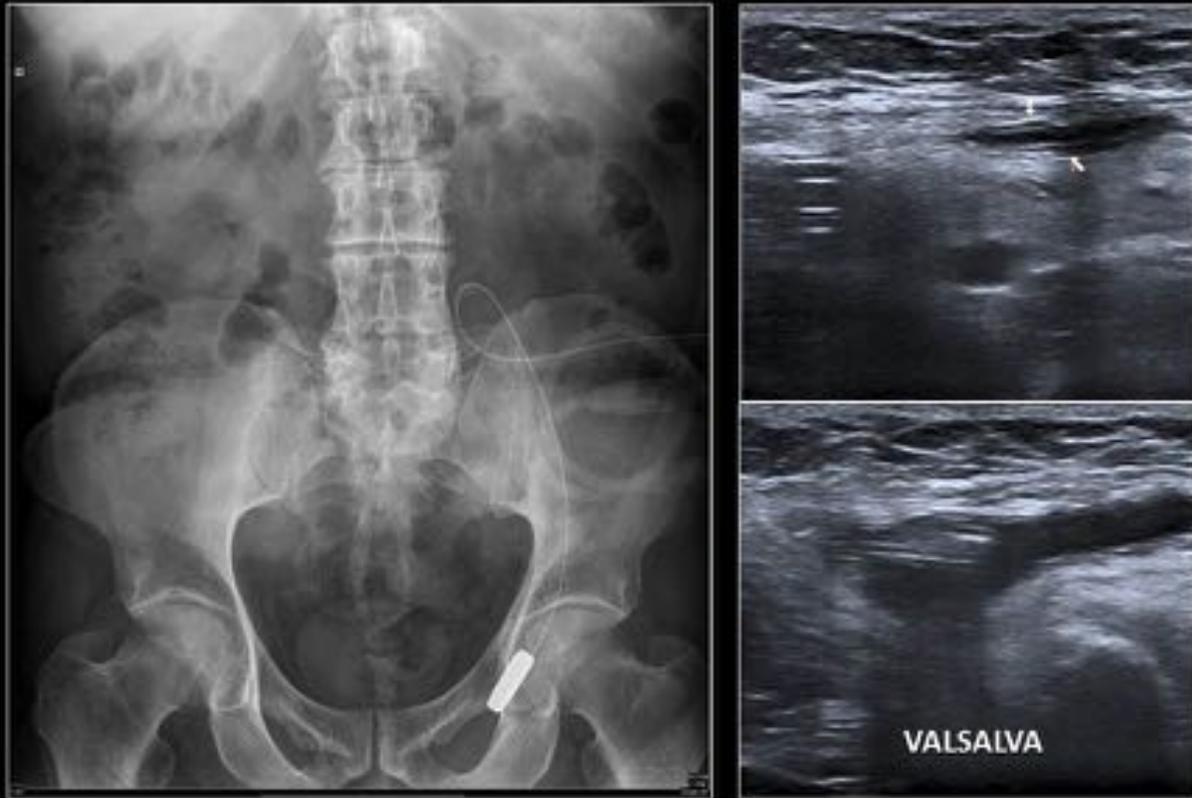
Malposición de catéter con sistema autoposicionante. El extremo del catéter se localizó en una hernia inguinal izquierda. El paciente presentaba dolor inguinal. La ecografía demostró el extremo del catéter en una incipiente hernia inguinal, especialmente evidente en el Valsalva. El catéter se recolocó quirúrgicamente. La malposición es mucho menos frecuente en los catéteres con mecanismo autoposicionante que en los rectos y su recolocación suele ser quirúrgica.
